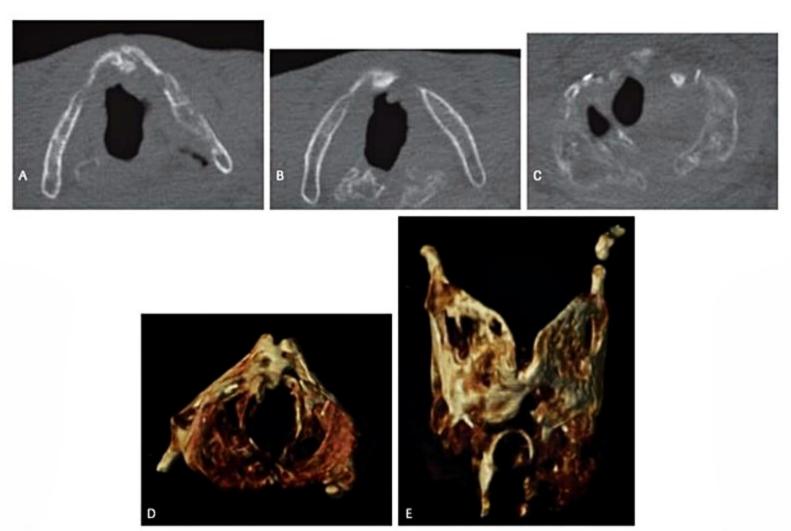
Trauma laríngeo. TC axial (A-C) e reconstruções 3D (D e E). Múltiplas fraturas das cartilagens laríngeas, com maior deformidade da cricoide (C).
